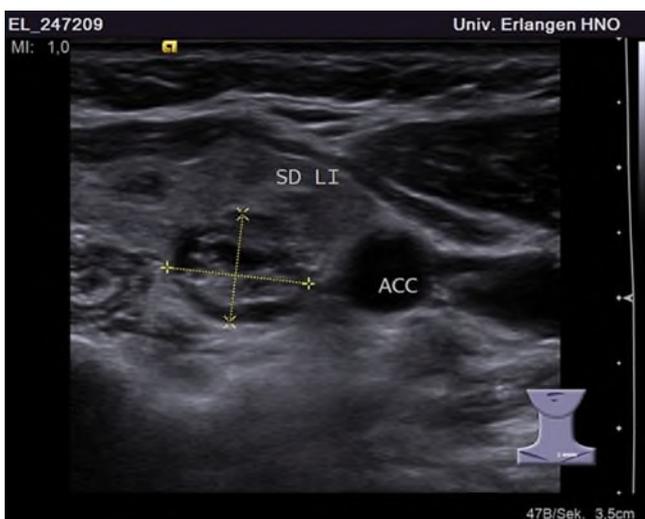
◀ Sonographisches Bild einer 10×8 mm großen, ovalen, inhomogenen, teils unscharf begrenzten Raumforderung des linken Schilddrüsenlappens, welche sich postoperativ als papilläres Mikrokarzinom erwies. (SD LI linker Schilddrüsenlappen, ACC A. carotis communis)
